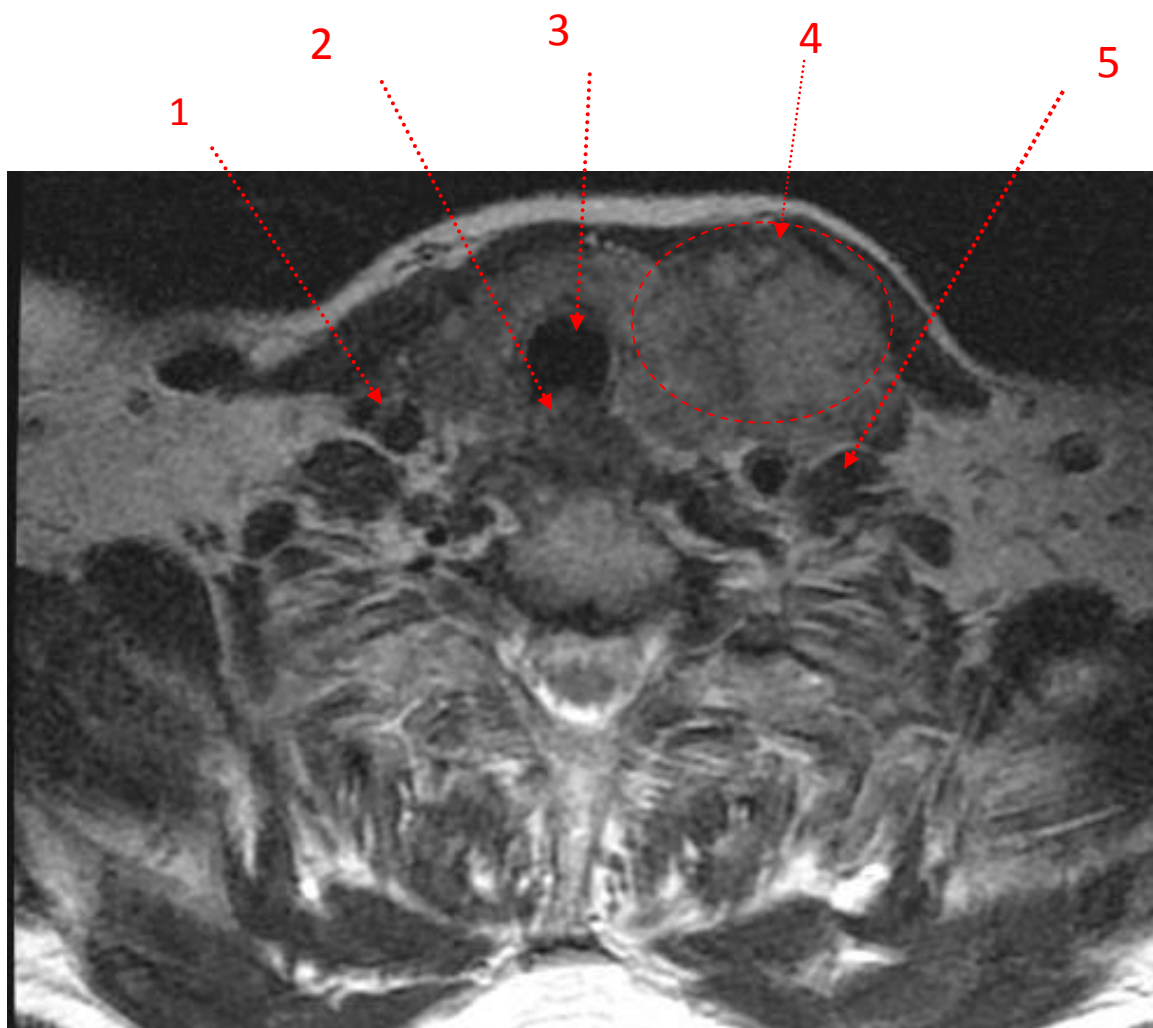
МР-томограмма мягких тканей шеи с внутривенным контрастированием, T2 (аксиальный срез)
